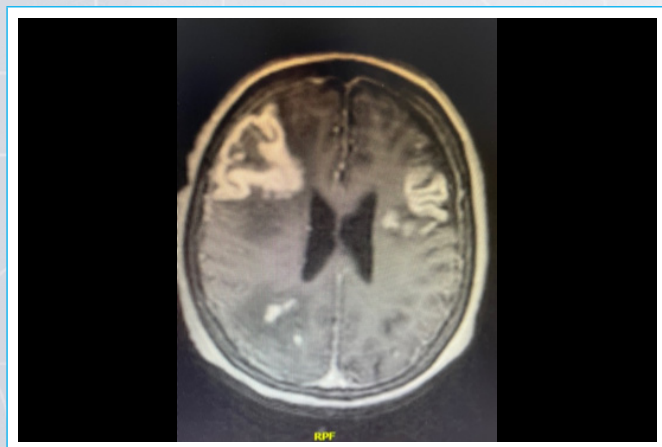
Resonancia nuclear magnética cerebral, documenta lesiones intraparenquimatosas, con contenido hemorrágico y rodeada de edema vasogénico de gran tamaño, que afectan a ambos lóbulos frontales y el parietal derecho sugestivas de lesiones embólicas.
